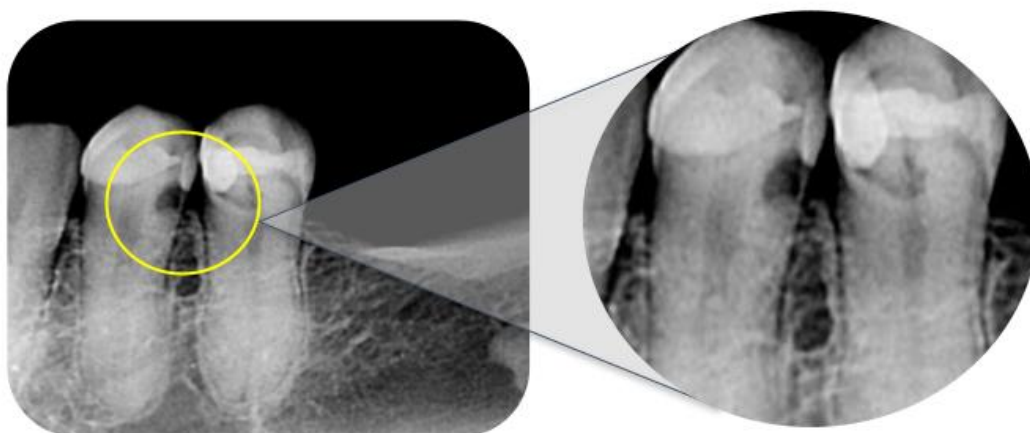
Radiografia periapical evidenciando região radiolúcida na distal do dente 34 sugestivo de cárie e com distância da crista óssea à margem da cárie inferior a 3 milímetros de comprimento, fortalecendo a evidência de necessidade de tratamento cirúrgico periodontal para posterior tratamento restaurador.
